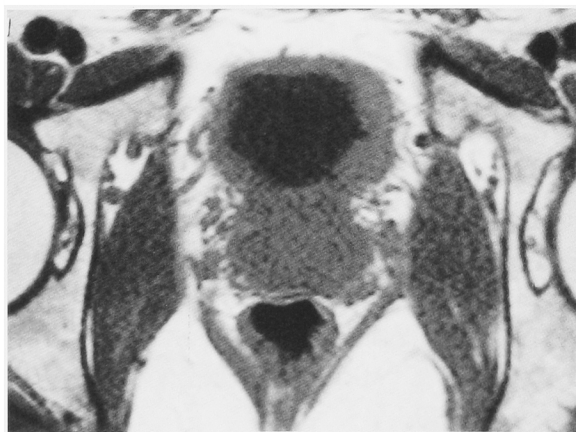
MRI shows thickening of the bladder wall.
